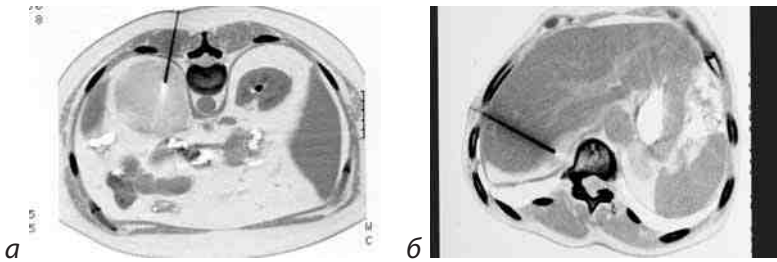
Этап пункции миелолипомы левого надпочечника через спину (а) и правого надпочечника через печень (б) под контролем МСКТ
